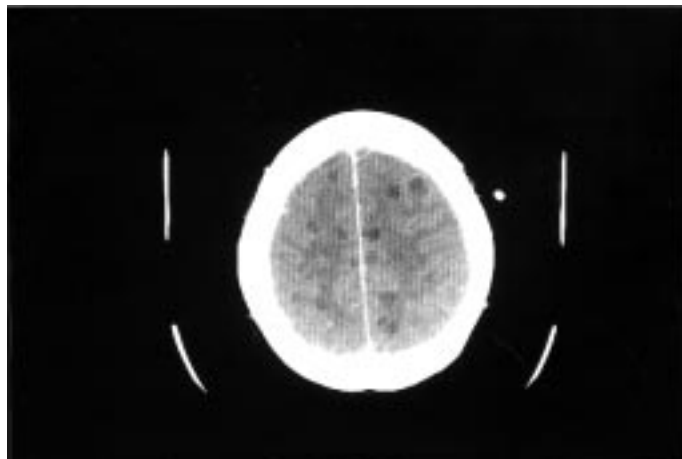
Tomografía computarizada de encéfalo sin contraste. Múltiples lesiones subcorticales hipodensas que corresponden a abscesos de aspergilosis.
